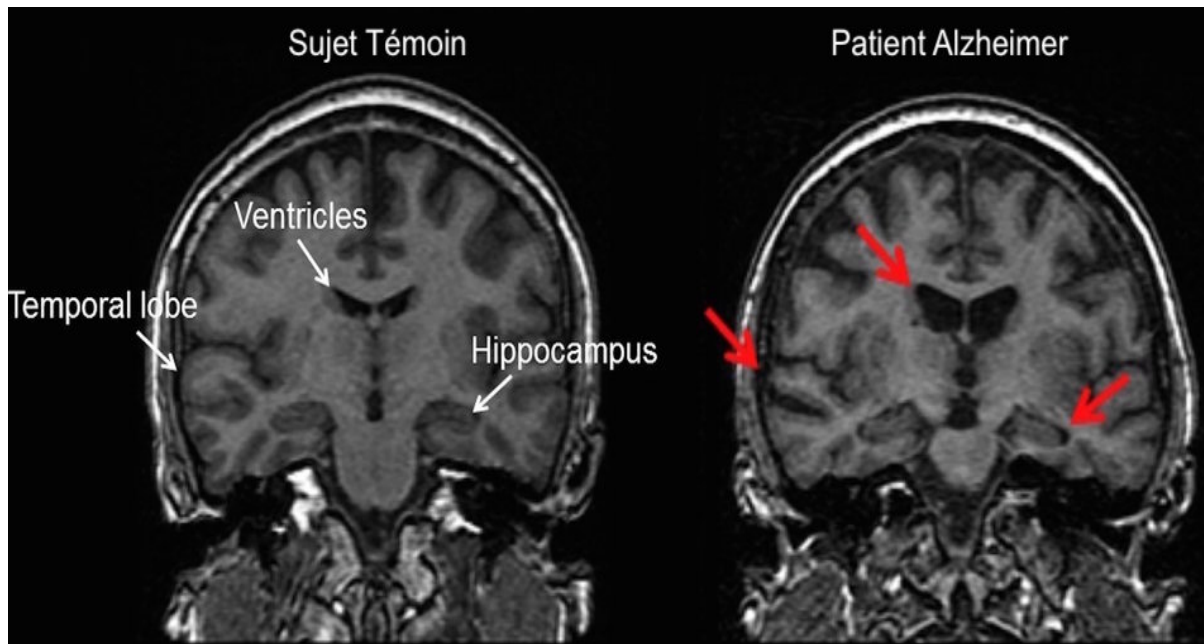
IRM comparatif du cerveau d'une personne saine et d'un patient Alzheimer
